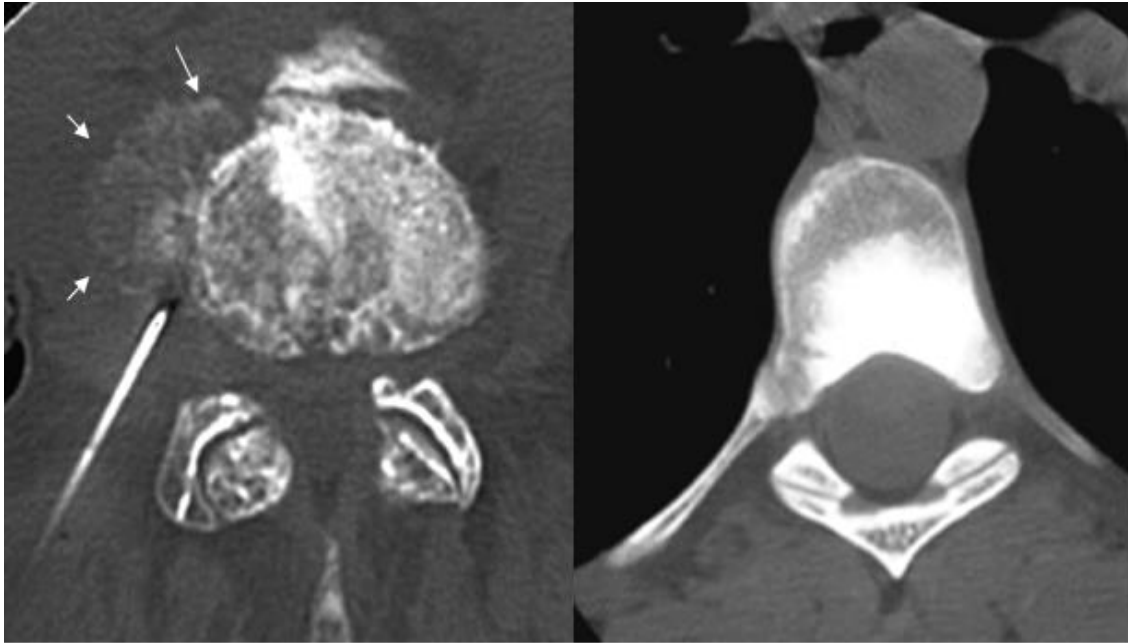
КТ. Літична та склеротична ОС у тілах хребців – при літичному варіанті, крім вогнищ деструкції, визначається періостоз (стрілки) та голка при проведенні пункції (за von Schultness G.K., Zollikofer Ch. L.).
